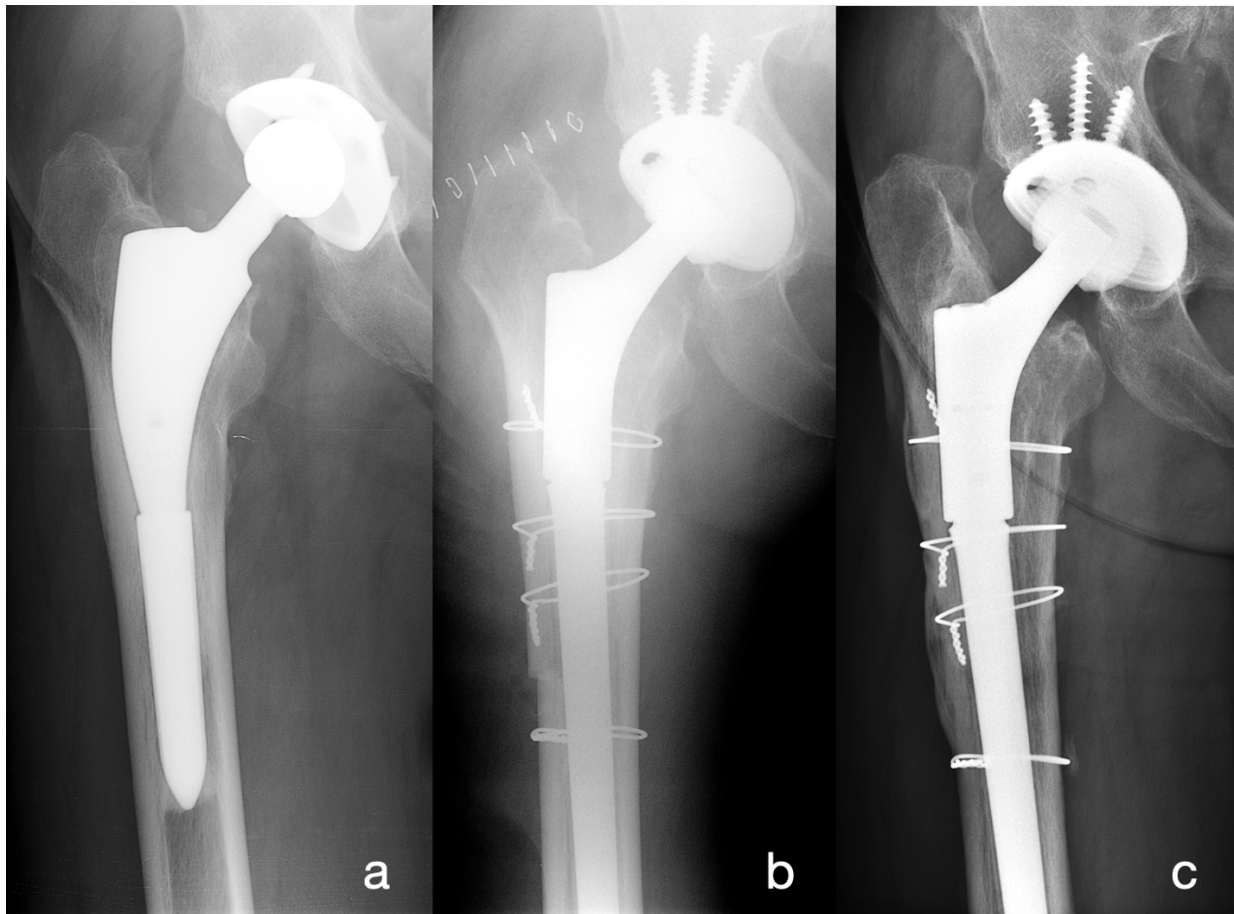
Enfoncement pathologique. Radiographie préopératoire (a), radiographie post-opératoire immédiat (b), > 10mm d'enfoncement à 3 ans post-opératoire (c). Le patient a été révisé pour descellement aseptique.
